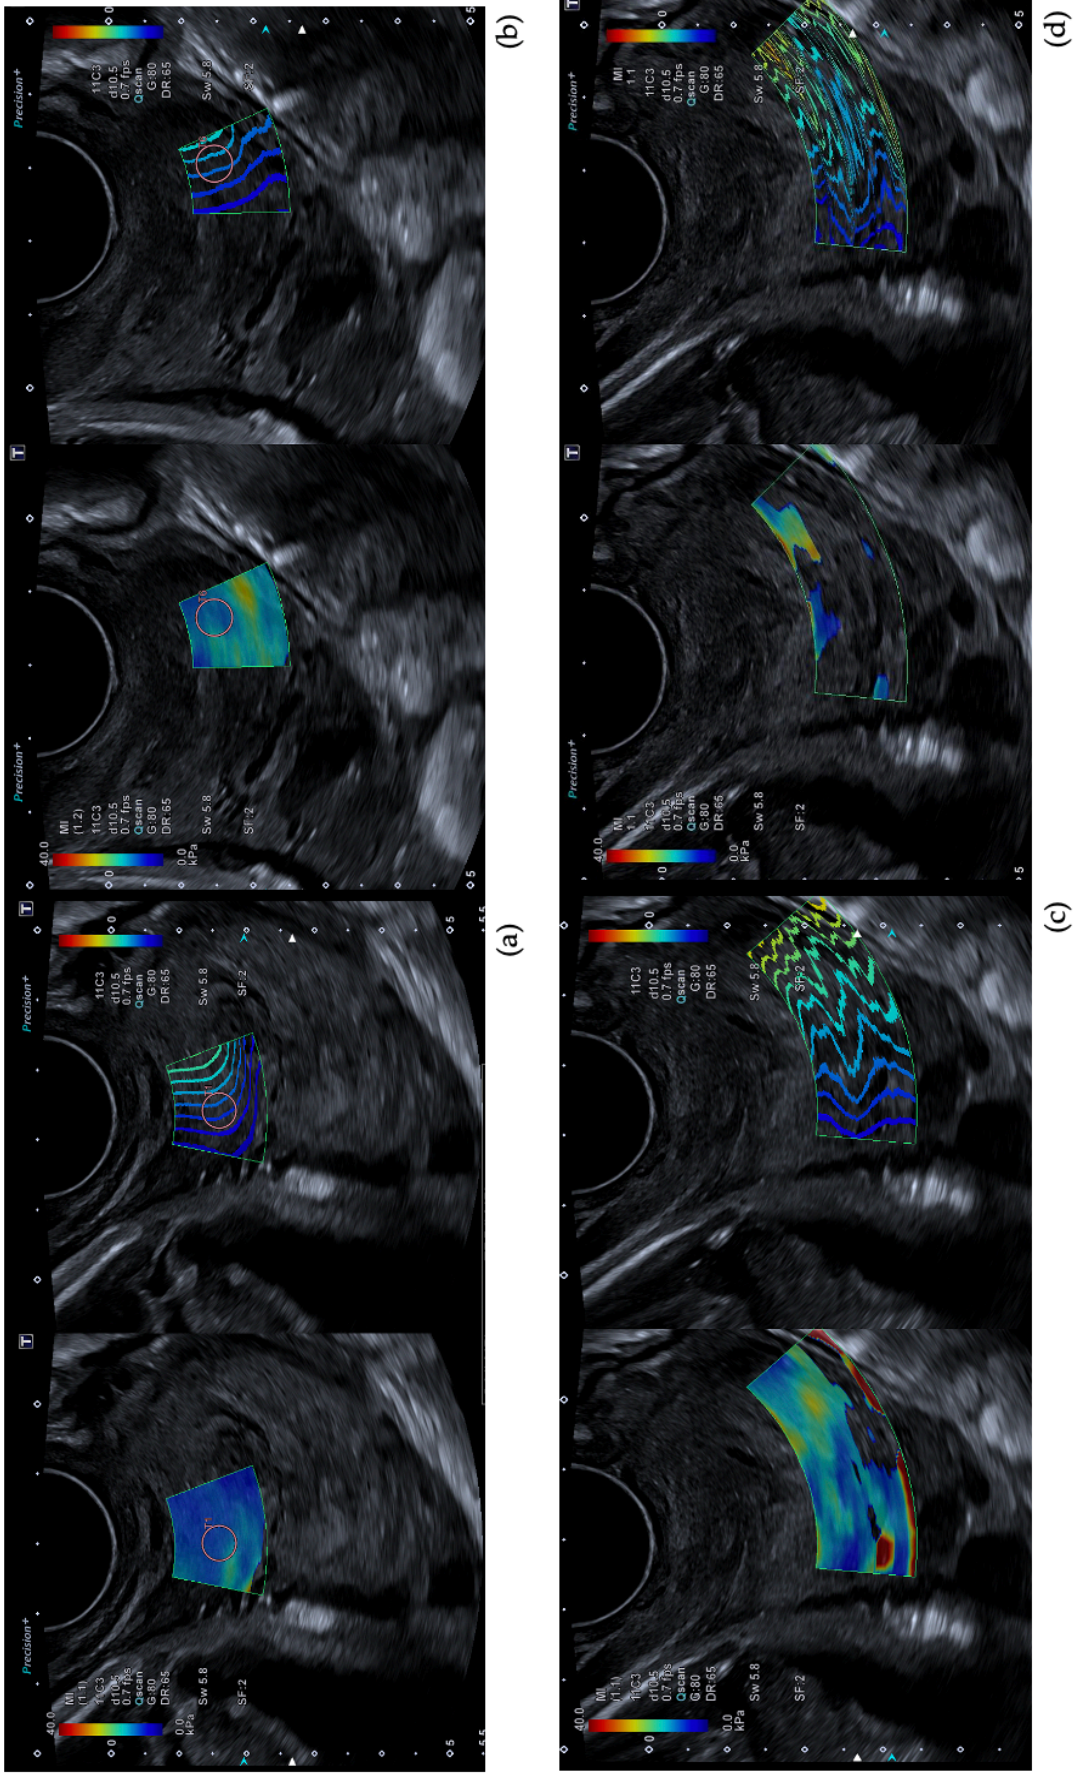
Consideraciones de aplicabilidad de SWE. La imagen de la izquierda es un mapa de color de elastografía y la de la derecha es un mapa de propagación. Ambos superponen imágenes de ultrasonido en modo B. (a) representa una posición del ROI correcta con un cuadro de elastografía ajustado, ondas lineales en el mapa de propagación y el ROI aplicado en la zona de inicio de las ondas aplicado en el labio anterior interno. (b) muestra una captura correcta en el labio posterior zona exterior (M6). (e) y (f) exhiben un mapa de color no completo y una fuerte distorsión en el mapa de propagación. En (e) aunque hay captación de color en el mapa de elastografía esta no se puede tener en cuenta dado la que distorsión en el mapa de propagación.
